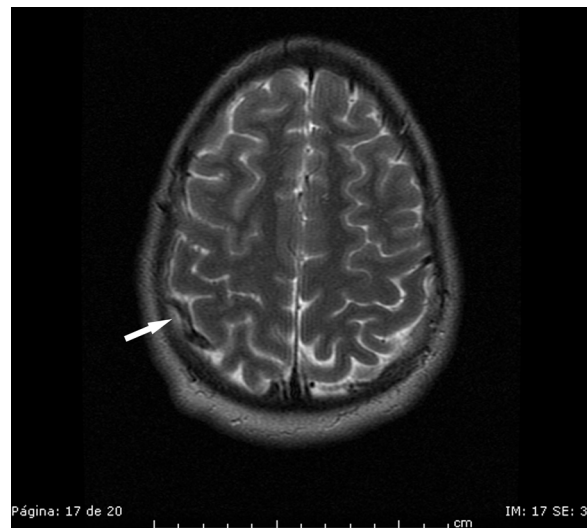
RM craneal. Corte T2 axial. Dilatación de una vena cortical secundaria a la trombosis del seno (flecha).
